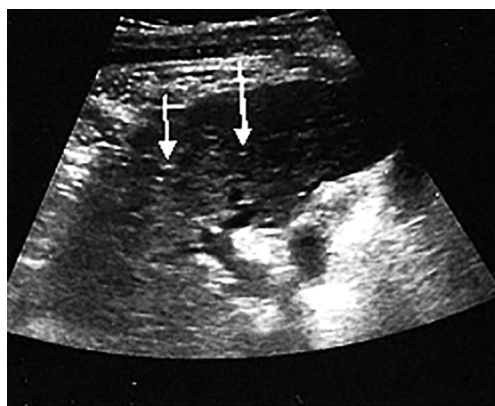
УЗИ печени через 1 сутки после введения аутологичных МСК в артериальное русло печени. Стрелкой указаны области печени, в которых визуализируются маркированные стволовые клетки
